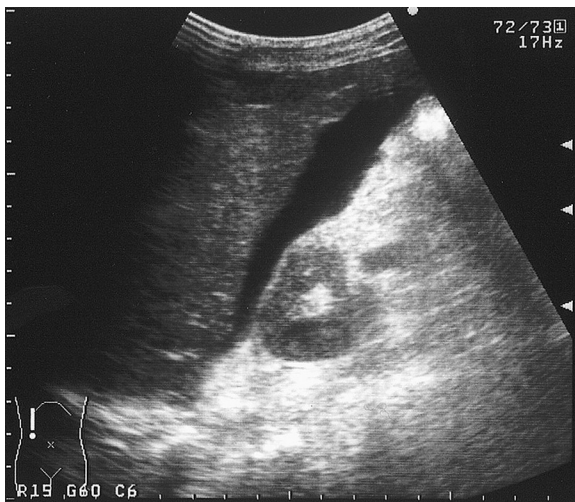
腹部エコー：腹水貯留により肝周囲低エコー域が出現
